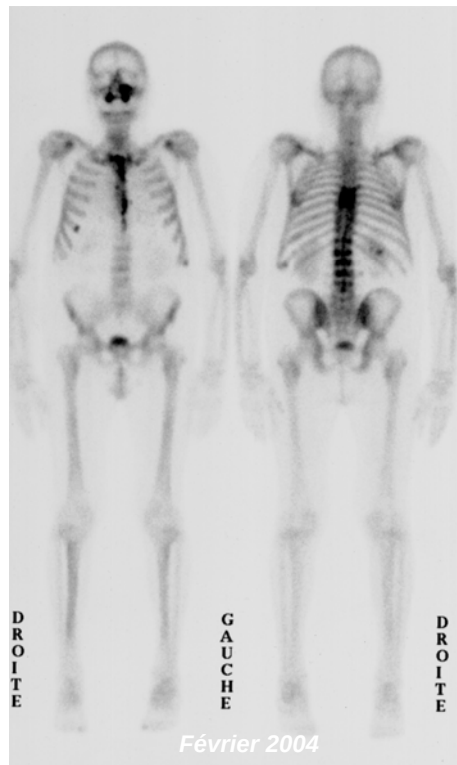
Scintigraphie au TC99m. Les foyers hypercaptants vertébraux, costaux et sternaux correspondent à des lésions du myélome multiple, les foyers maxillaires à l'ostéonécrose. Noter l'étendue de ces derniers, surtout celui intéressant le maxillaire gauche.
